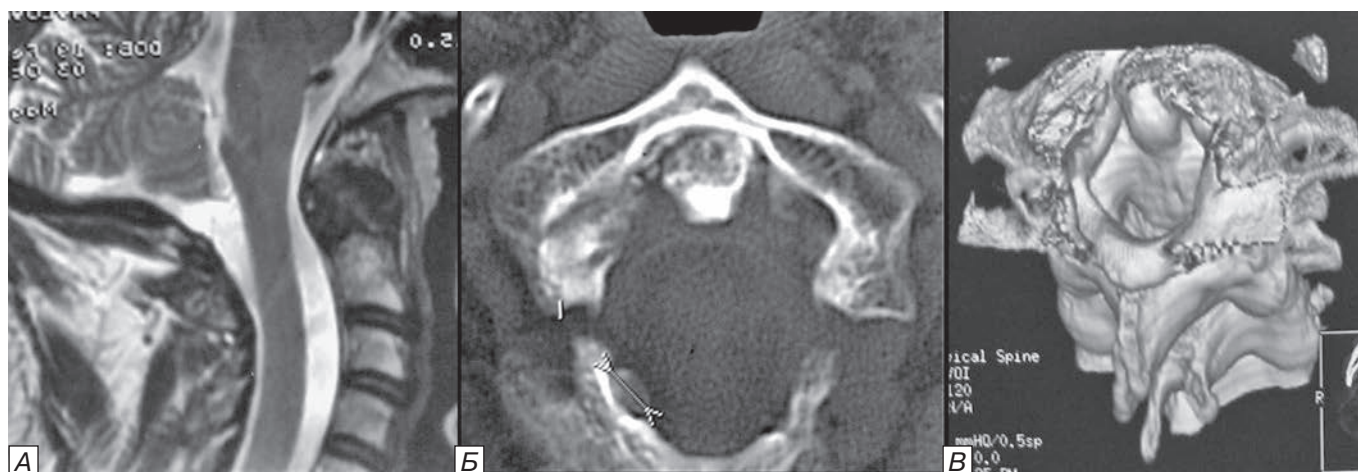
Спондилит краниовертебральной области с преимущественным поражением переднего опорного столба: а — МРТ краниовертебральной области визуализирует паравертебральный и эпидуральный деструктивный и продуктивный процессы (абсцессы, фиброзная ткань, костные секвестры); б — КТ краниовертебральной области визуализирует зоны остеолигаментарной деструкции; в — КТ краниовертебральной области в режиме 3D-реконструкции.
